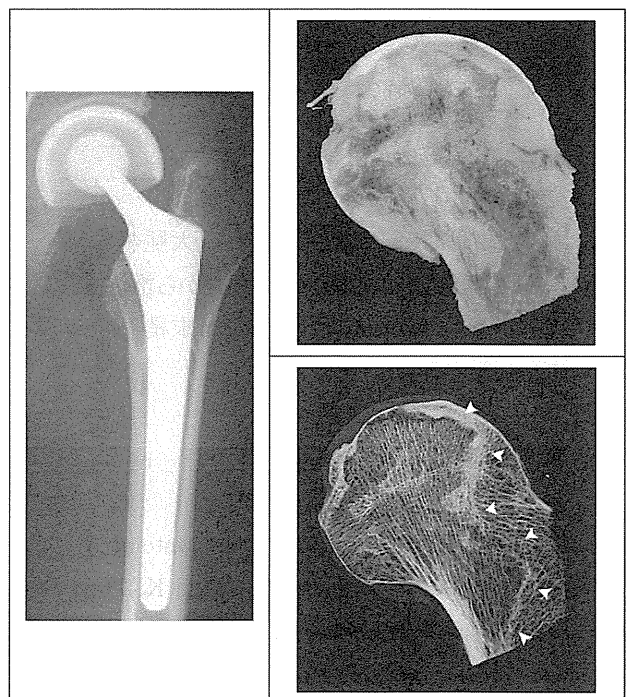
術後股関節正面像。大腿骨の骨切りは通常よりも遠位で行った。Figure 7: 摘出骨頭断面。黄白色調の壊死組織が大腿骨頸部にまで及んでいた。Figure 8: 軟線 X 線像。CT と同様の骨硬化像が確認され、切骨レベルには及んでいなかった。
